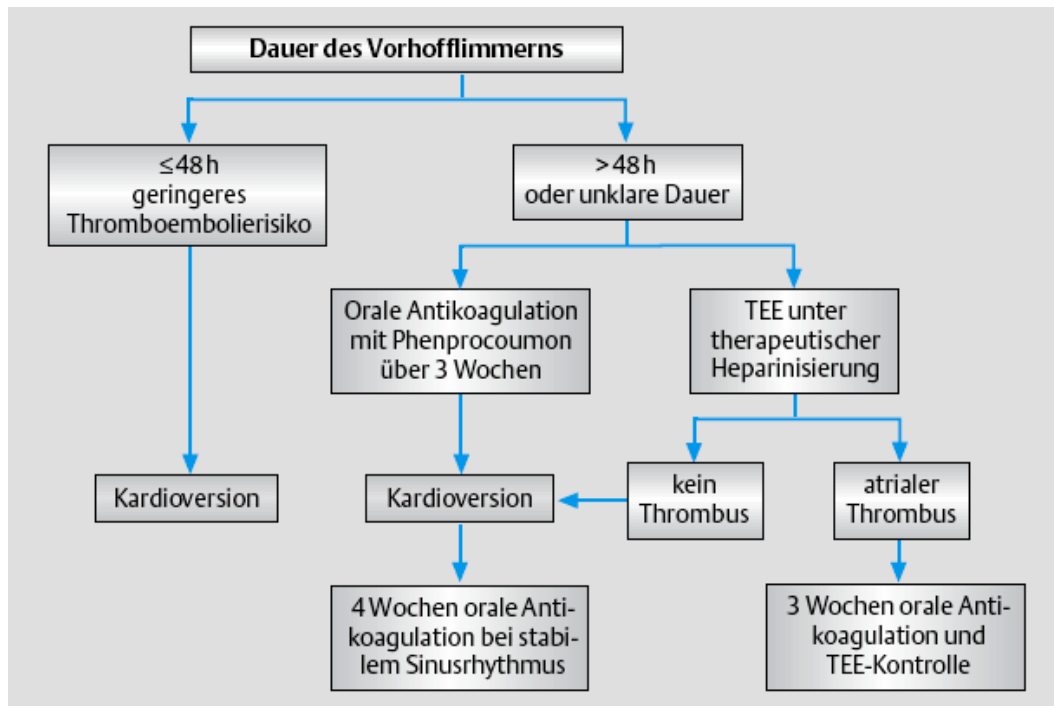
Vorgehensweise bei der Kardioversion von neu aufgetretenem Vorhofflimmern (TEE = transösophageale Echokardiographie) [79].
